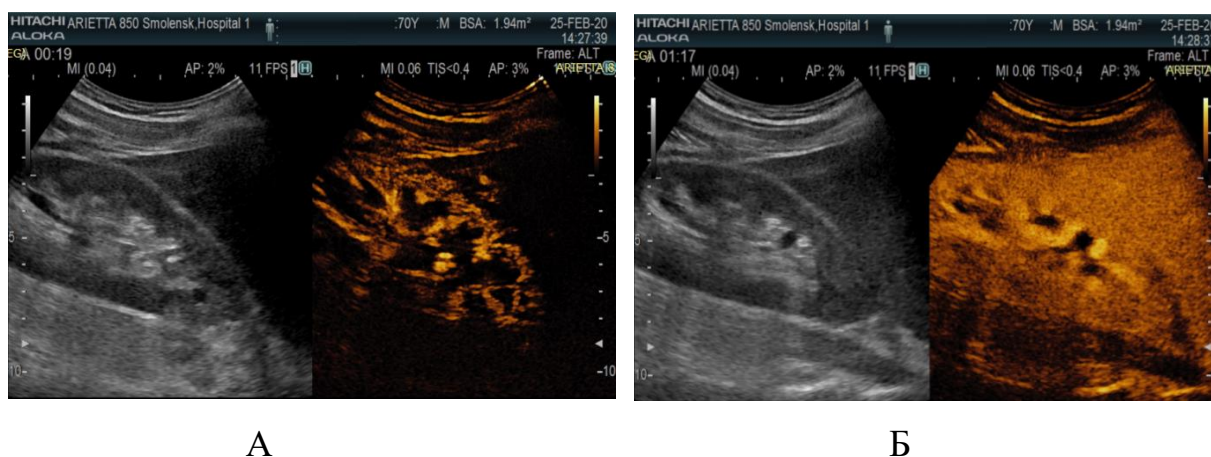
Методика оценки качественных параметров КУУЗИ, где А – правая почка (кортикальная фаза (19 сек), Б - кортико-медуллярная фаза (1 мин. 17 сек).
